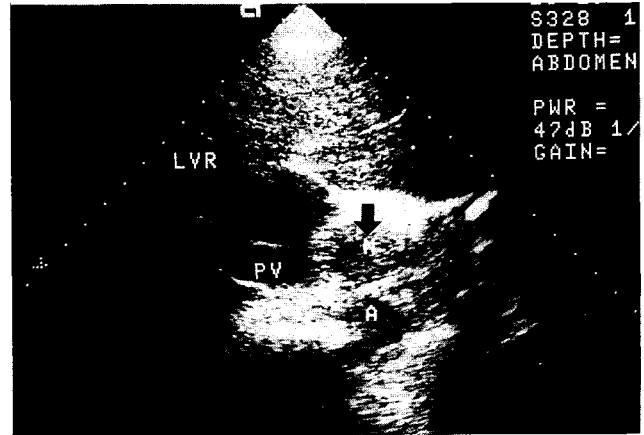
Sonogram of the abdomen in a patient with the esophageal cancer shows an enlarged celiac lymph node(arrow)
